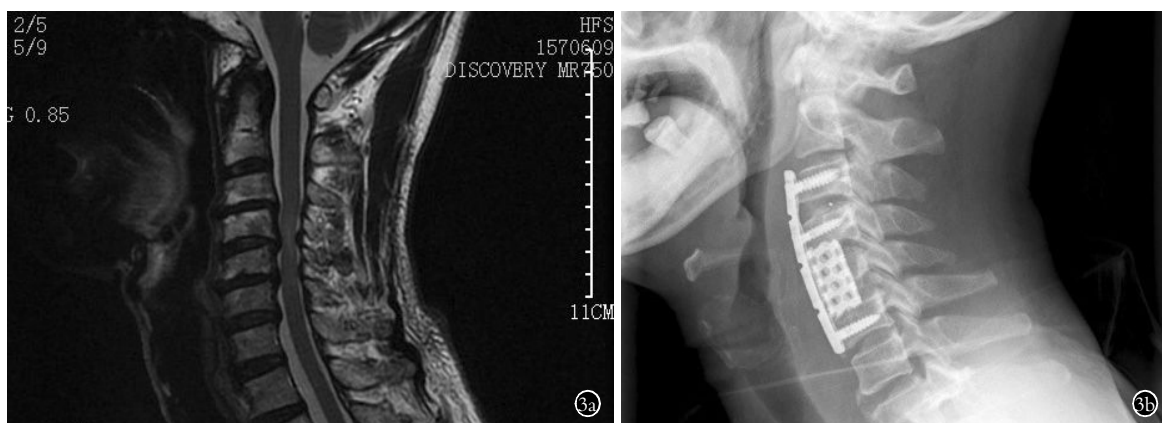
男,67 岁,双手无力 6 周 3a. 术前 MRI 检查示 C_{3,4}、C_{4,5}、C_{5,6} 椎间盘突出 3b. 颈椎体次全切椎间盘摘除植骨融合内固定术后 1 个月 X 线片
